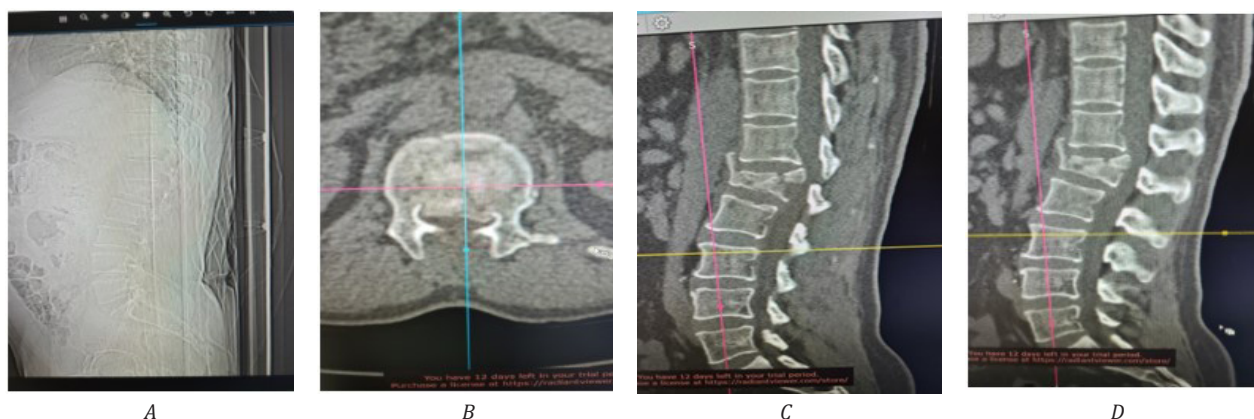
Пациент Б. На КТ сканах в сагитальной и аксиальной проекции
